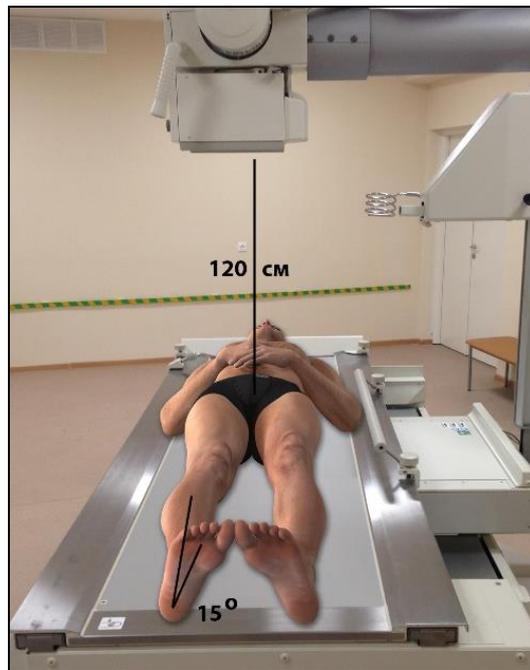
Техника выполнения рентгенографии таза в прямой (передне-задней) проекции
